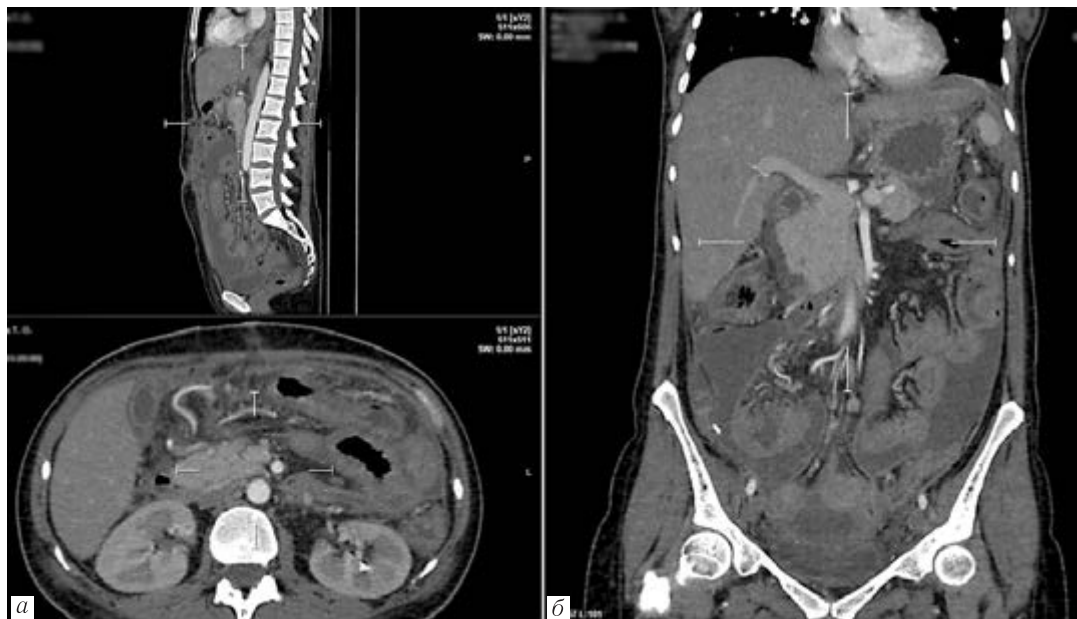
а, б. Пациент К., 33 года. Перитонит. Мультиспиральная компьютерная томография органов брюшной полости (венозная фаза контрастирования)
